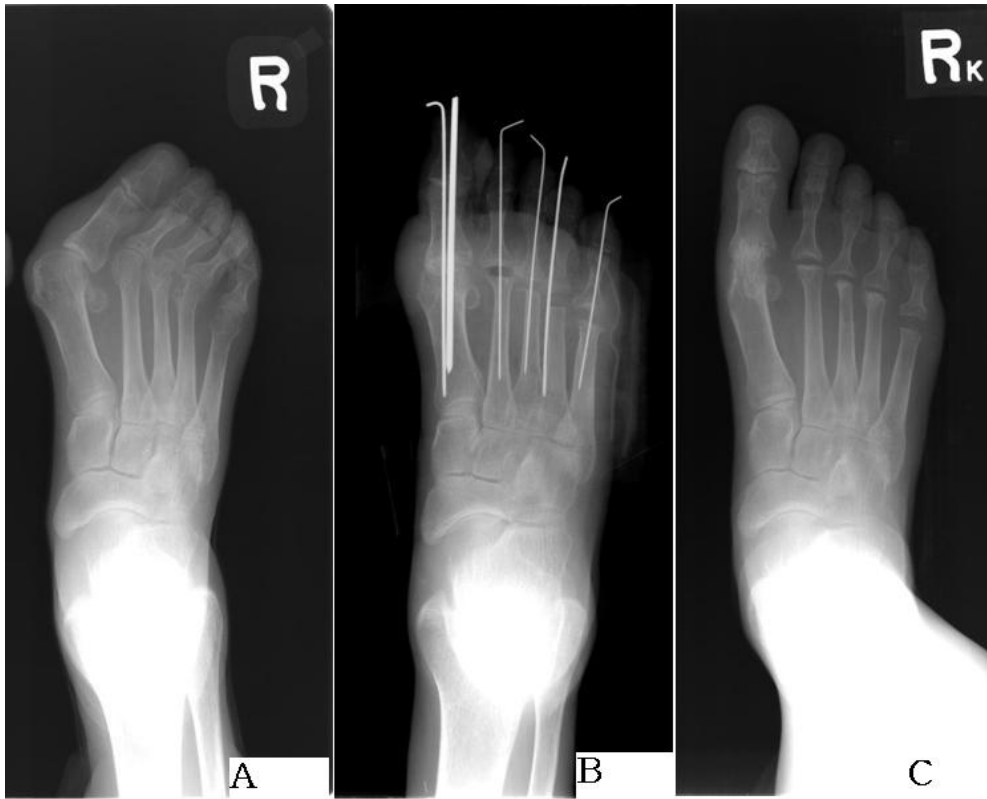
(A) Preoperative foot AP view radiograph demonstrated rheumatoid forefoot deformity, hallux valgus angle 42°, Inter metatarsal angle 10°, lateral subluxation of the metatarso-phalangeal joint of lesser toes in rheumatoid arthritic forefoot deformities. (B) Postoperative foot AP view radiograph demonstrated the arthrodesis of the first metatarso-phalangeal joint by threaded steinmann pin and K-wire, resection arthroplasty of the lesser toes. (C) Eight year follow-up foot AP view radiograph demonstrated hallux valgus angle 19°, Intermetatarsal angle 10°, well maintained alignment of first metatarso-phalangeal joint.
